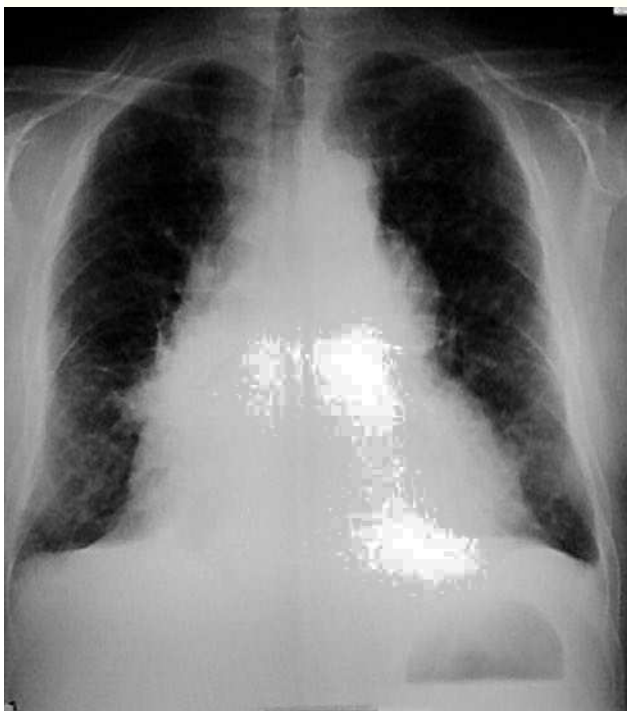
Radiografía de tórax posteroanterior y lateral. Aumento de la silueta cardiopericárdica sugestiva de derrame pericárdico.
